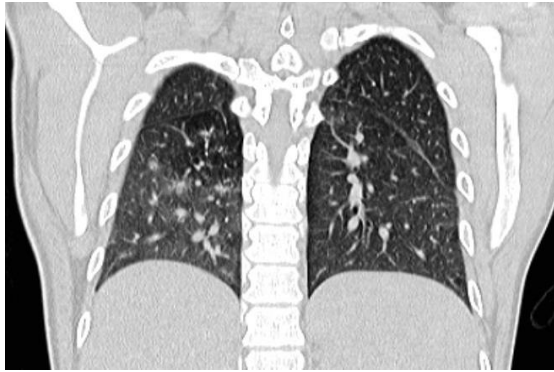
Tomografía de tórax: patrón alveolo-intersticial en bases pulmonares con predominio derecho en lóbulo posterior, hepatoesplenomegalia, patrón de árbol en brote (departamento de imagenología).
